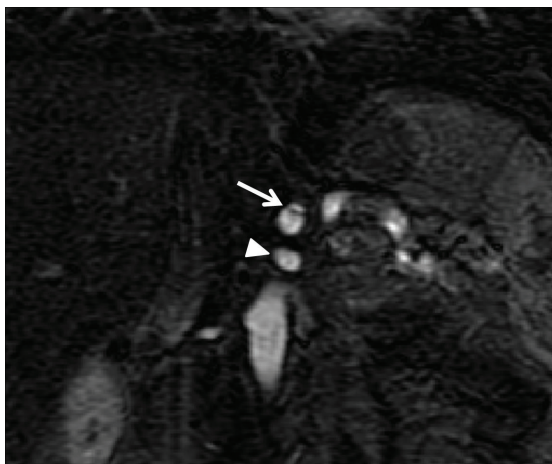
Imagem de angiorressonância na ponderação T1 pós-contraste no plano coronal demonstrando falha de enchimento linear compatível com *flap* dissecatório (seta) no tronco celíaco. A artéria mesentérica superior (ponta de seta) mantém-se pervia e sem sinais de dissecção.
